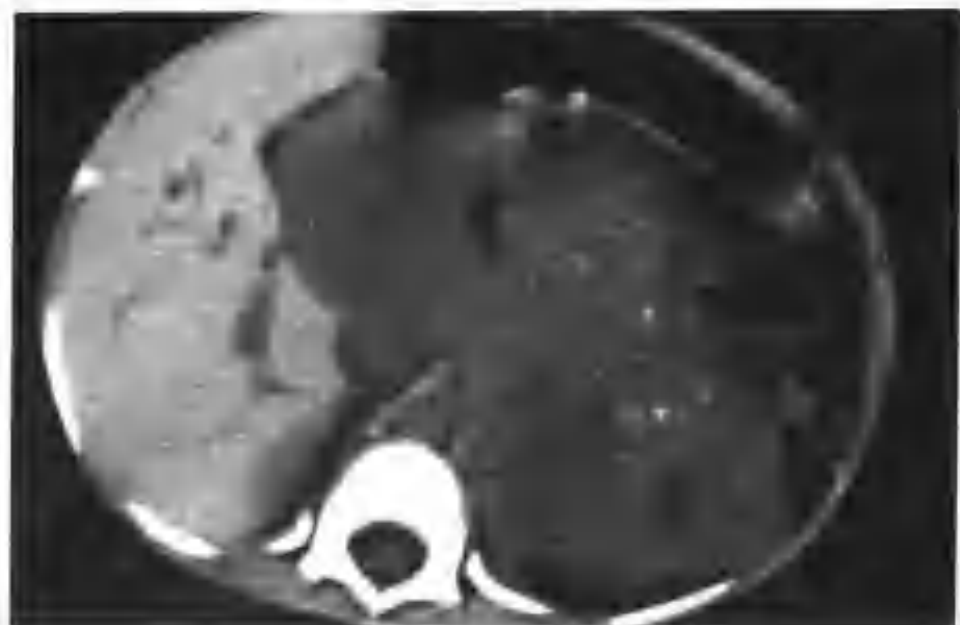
左肾上腺神经母细胞瘤 (CT 平扫见瘤内散在钙化点)
